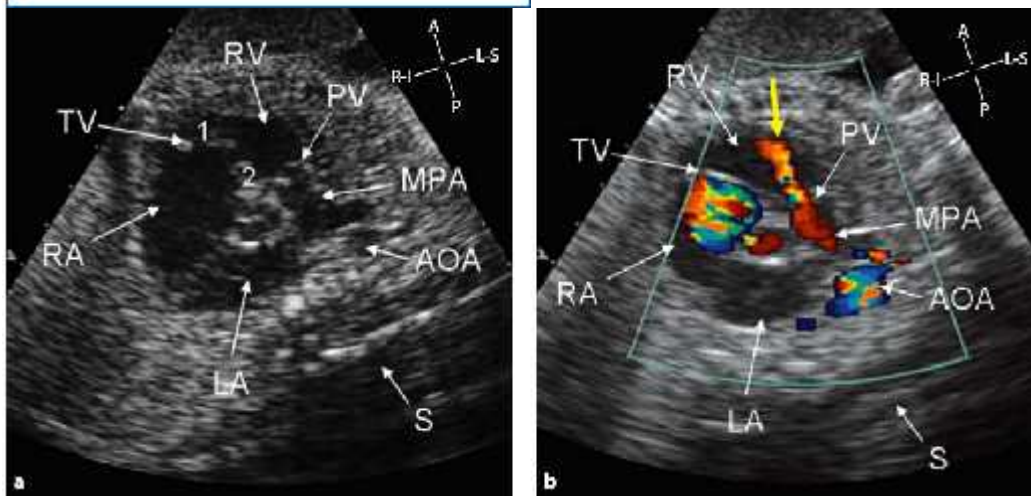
mặt cắt ngang van ĐMC ở thai 36 tuần bị tứ chứng Fallot: trên 2D (a), trên doppler màu (b) và sơ đồ tương ứng.
